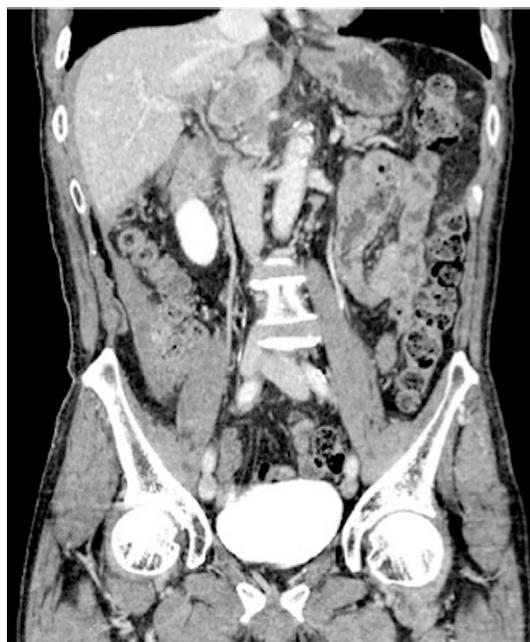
腹部ダイナミック造影CT所見：肝周囲から某結腸高の血腫認められた。
